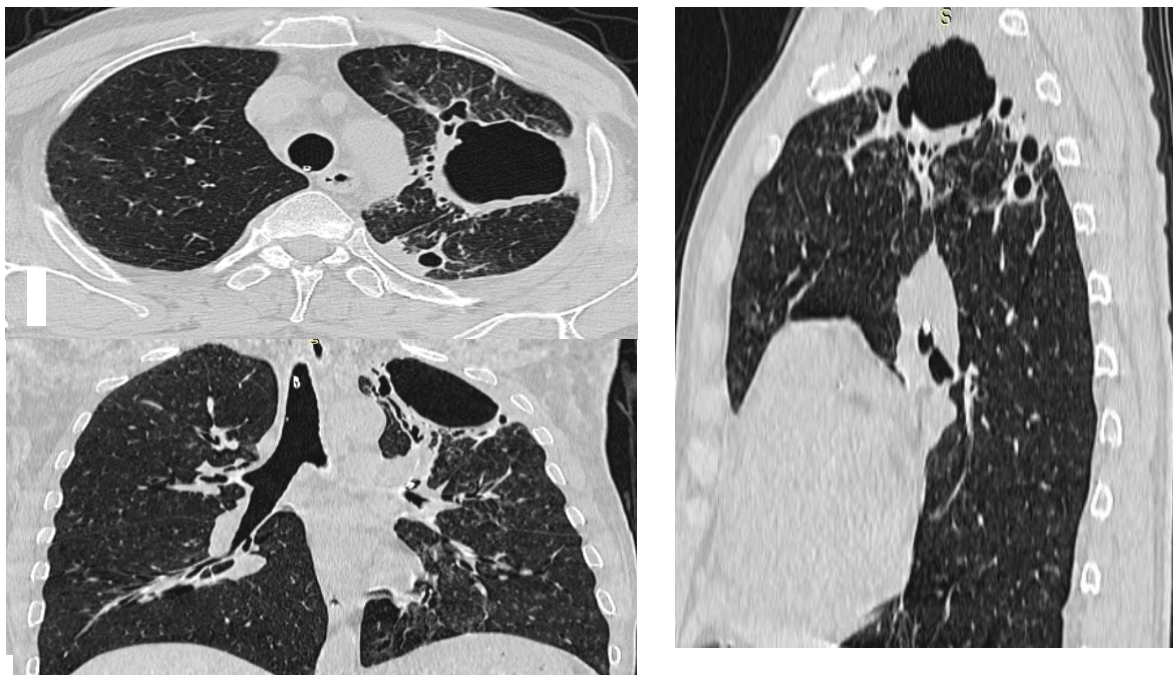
МСКТ органов грудной полости от 15.01.20. ' г.: легочный режим (а – аксиальная; б – сагиттальная; в – коронарная плоскость) – на следующие сутки после катетеризации абсцесса легкого
